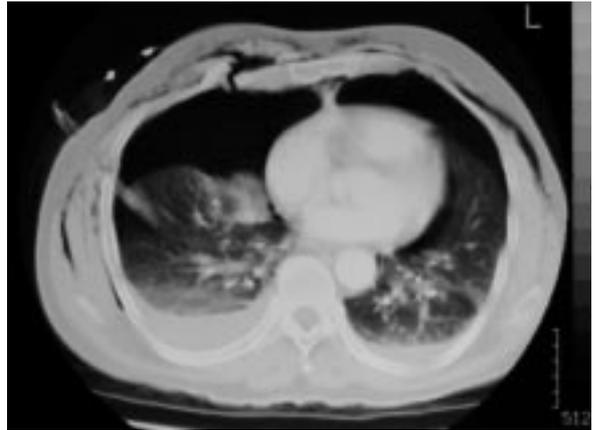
TAC torácico: hemo-neumotórax bilateral, fracturas costales, enfisema subcutáneo, tubo de drenaje torácico derecho.
